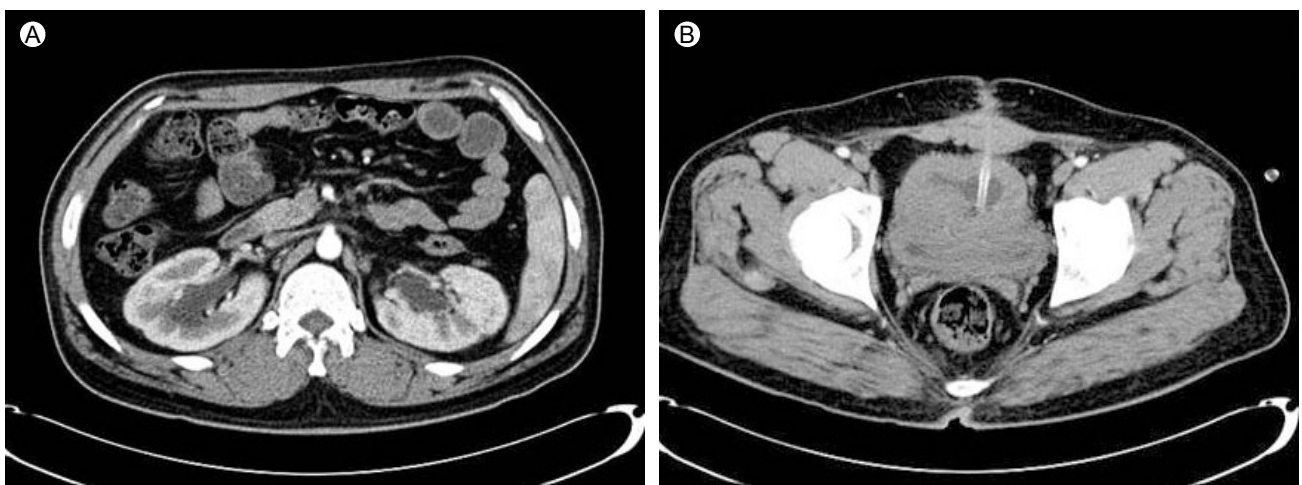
Abdominopelvic computed tomography showed improvement of bilateral hydronephrosis and bladder distention after treatment with desmopressin.
